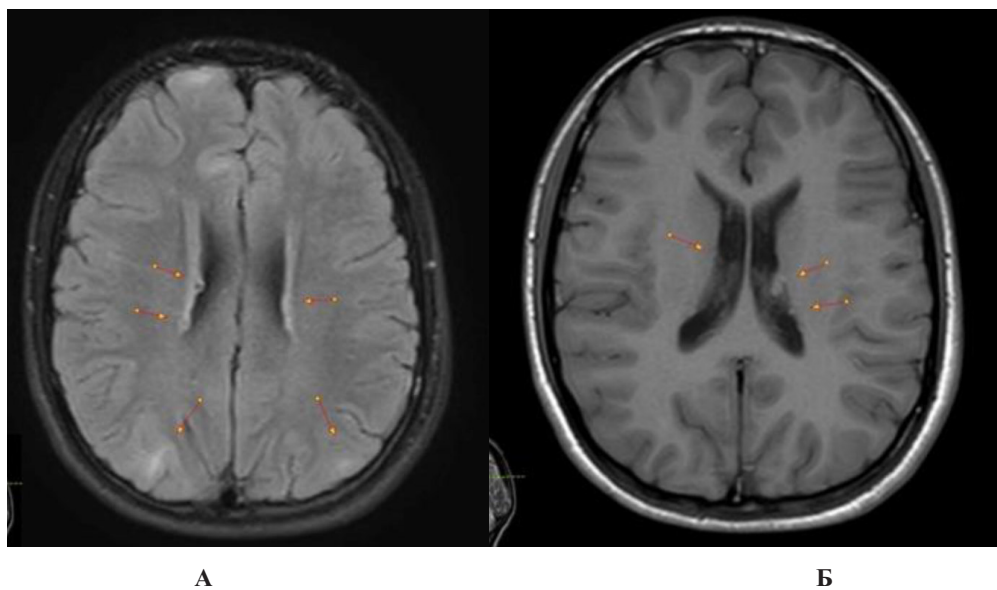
МРТ, FLAIR в аксиальной плоскости, показывающая очаговые узловые образования (туберы) субэпендимарно к боковым желудочкам (больше справа), размерами до 5,0 мм у пациента И., 13 лет.
